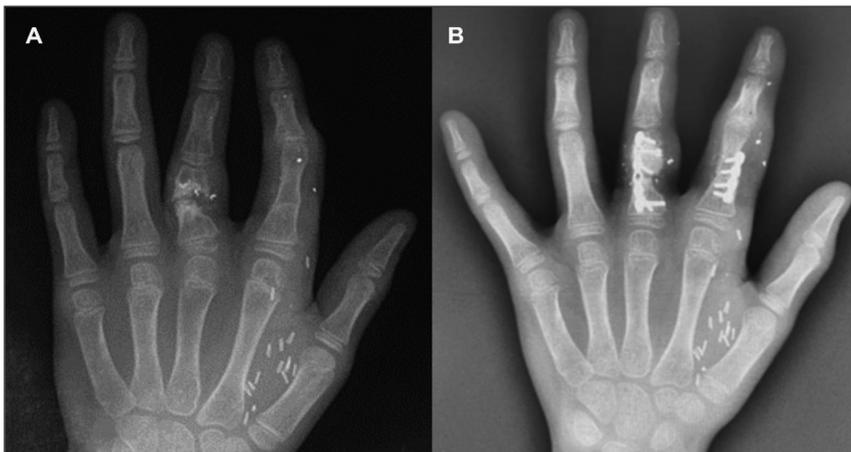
Radiografía de mano a los 6 meses del TAV: consolidación entre colgajo óseo y falange proximal; desviación cubital de articulación IFP del segundo dedo y pseudoartrosis en falange proximal de tercer dedo con desviación radial del mismo. B. Resultado postoperatorio de corrección de clinodactilia y malrotación en segundo dedo y de pseudoartrosis de falange proximal del tercer dedo con injerto de cresta iliaca.
